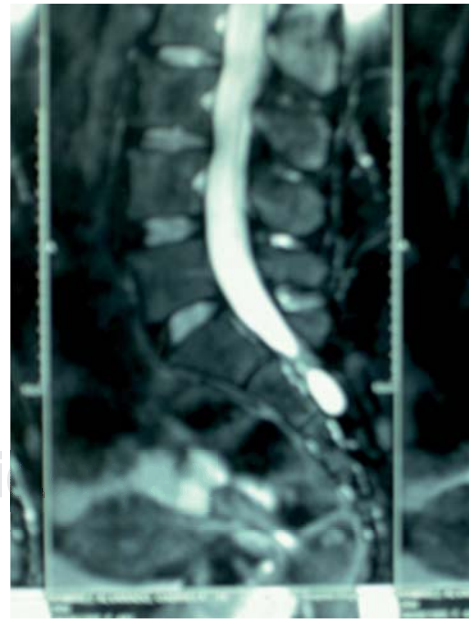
Imagen de resonancia magnética ponderada en T2 del paciente femenino de 46 años, el cual muestra en corte sagital: quiste de Tarlov sintomático de 8 meses de evolución.
